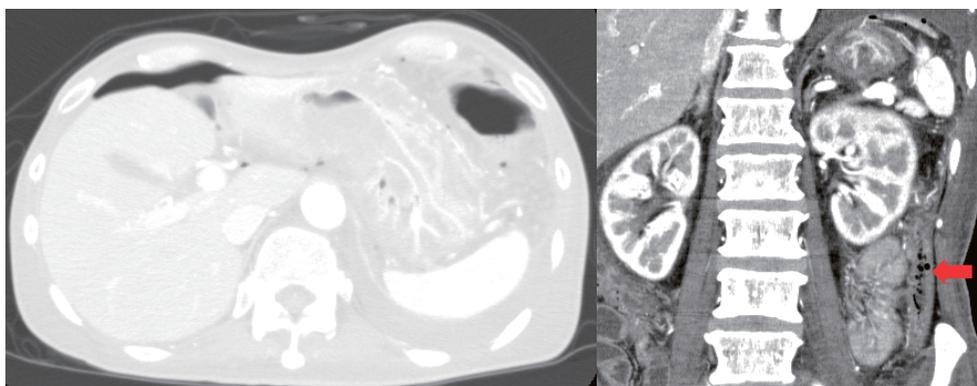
腹部造影CT: 腹腔内に free air を認め, 下行結腸に穿孔部位と思われる部位 (矢印) を認めた.
